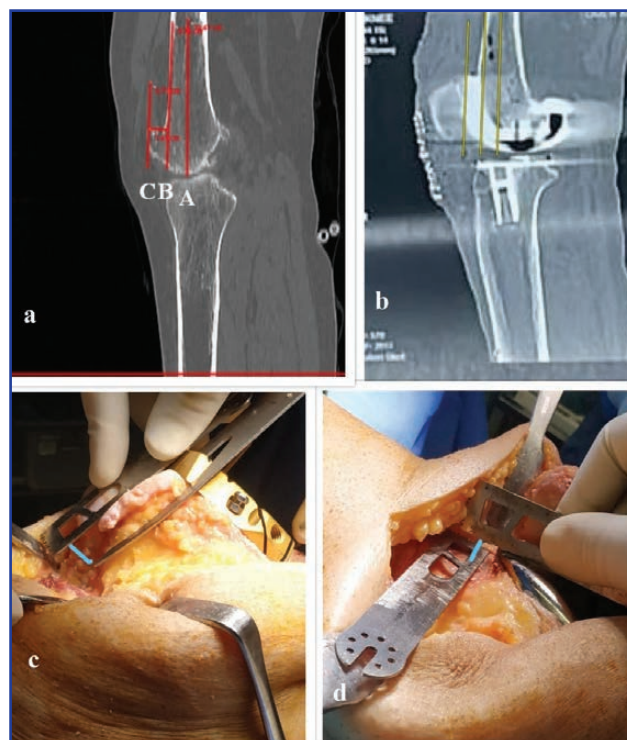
a — preoperative CT scan sagittal cut with the measure of the TT; b — postoperative CT scan sagittal cut with the measure of the TT; c — intraoperative check by angle wing to avoid notching; d. Intraoperative picture after definite prosthesis. Line A expresses the anatomical axis of femur, line B is tangential to the anterior cortex of femur and parallel to line A, line C represents the deepest part of the trochlea
